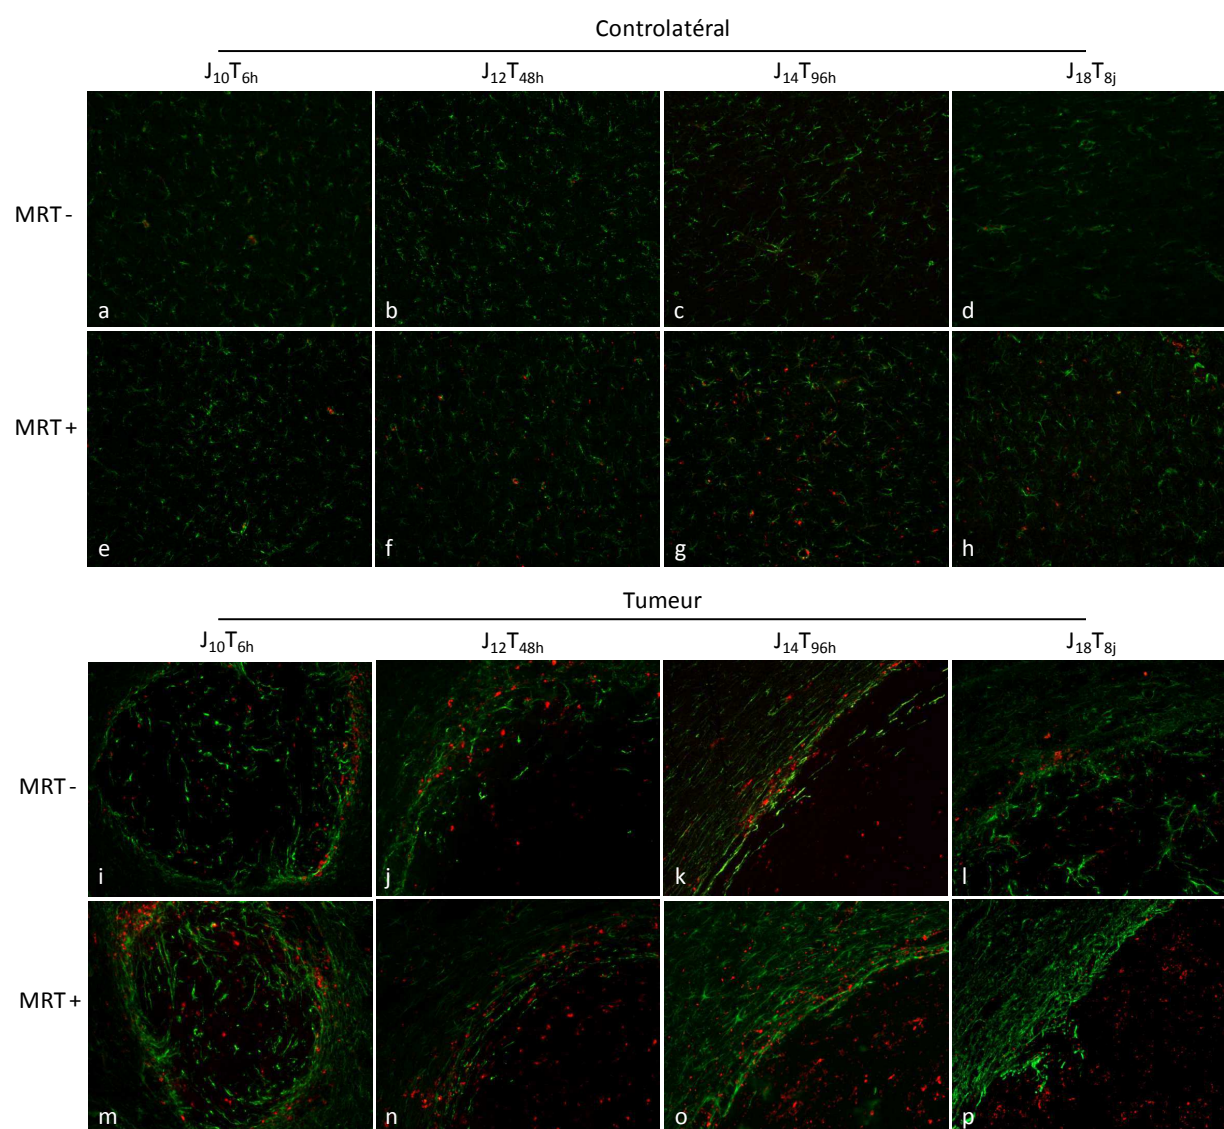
Marquage des macrophages/monocytes activés (antigène Ed1, rouge) et de la protéine GFAP (vert) au niveau des tissus sains (a-h) et tumoraux (i-p) irradiés ou non par MRT. Barre d'échelle : 200 μ m.
